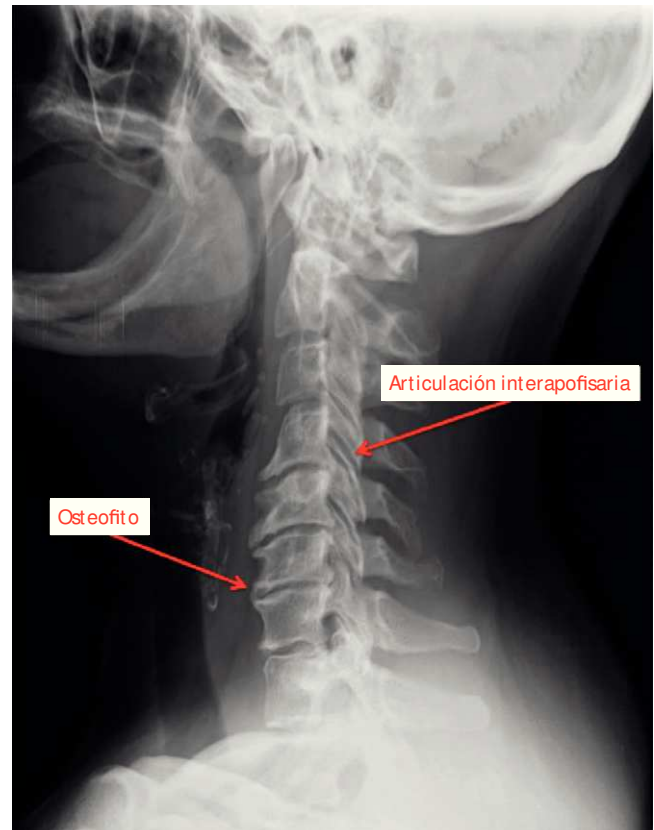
Radiografía de la columna cervical con artrosis.
